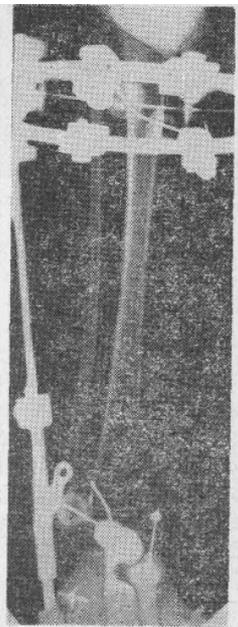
Передне-задняя рентгенограмма того же больного.
